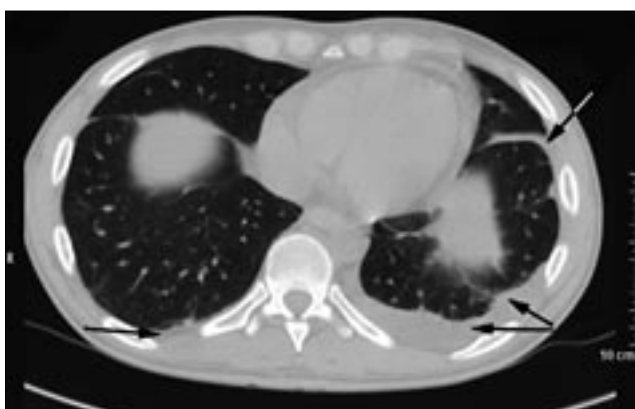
На момент исследования у этого же пациента при компьютерной томографии определялись признаки двухстороннего гидроторакса (стрелки).
